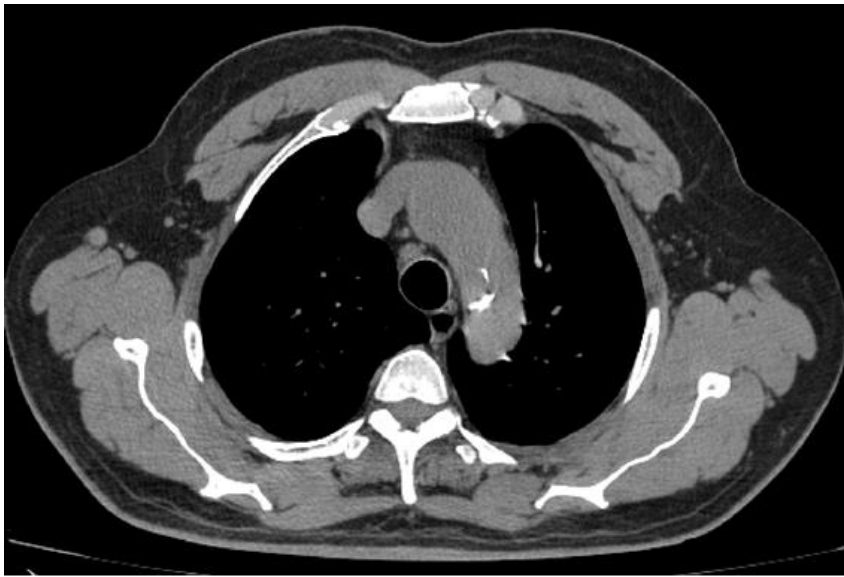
TC toracoabdominal sin contraste, corte axial a nivel del arco aórtico. Muestra imágenes hiperdensas con densidad cálcica en el lumen aórtico, compatibles con desplazamiento de calcificaciones de la capa íntima.
